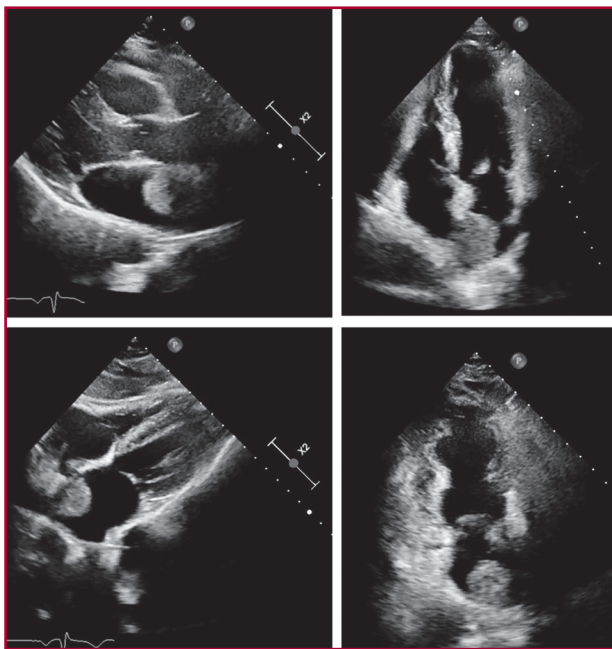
Múltiples vistas de ecocardiograma Doppler en las que se evidencia en aurícula izquierda imagen heterogénea redondeada adherida al septum interauricular.
